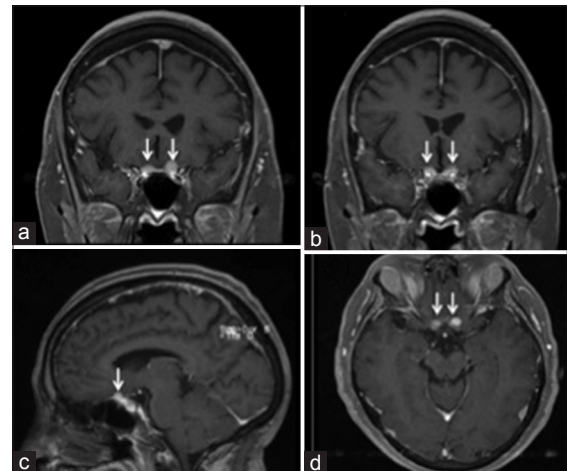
RMN con contraste, secuencia T1. A y B cortes coronales, C corte parasagital, D corte axial. Se ve un meningioma foraminal bilateral que compromete y engloba ambos nervios ópticos. El tumor se señala con una flecha blanca
